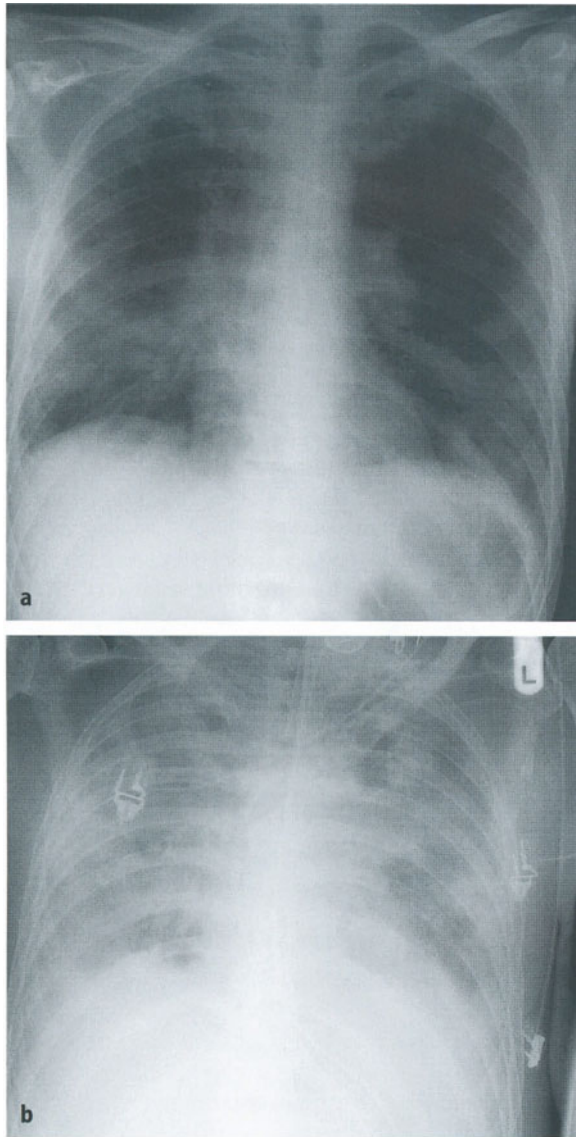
Pneumocystis-carinii-Pneumonie (HIV-Patient). a Die Erkrankung manifestiert sich im Röntgenbild zunächst als flächige schleierartige Trübung, die dann in ein retikulonoduläres Verschattungsmuster übergeht. Diese zunächst interstitiellen Infiltrate sind perihilar und basal besonders deutlich. b Im späteren Verlauf wird die interstitielle Verschattung durch alveoläre Exsudatbildung überlagert. Zusätzlich finden sich herdförmige Zonen von kleinen Atelektasen und fokalen Überblähungen. Bei einer solchen Progression der Erkrankung lassen sich die radiologischen Veränderungen nicht von einem schweren ARDS unterscheiden
